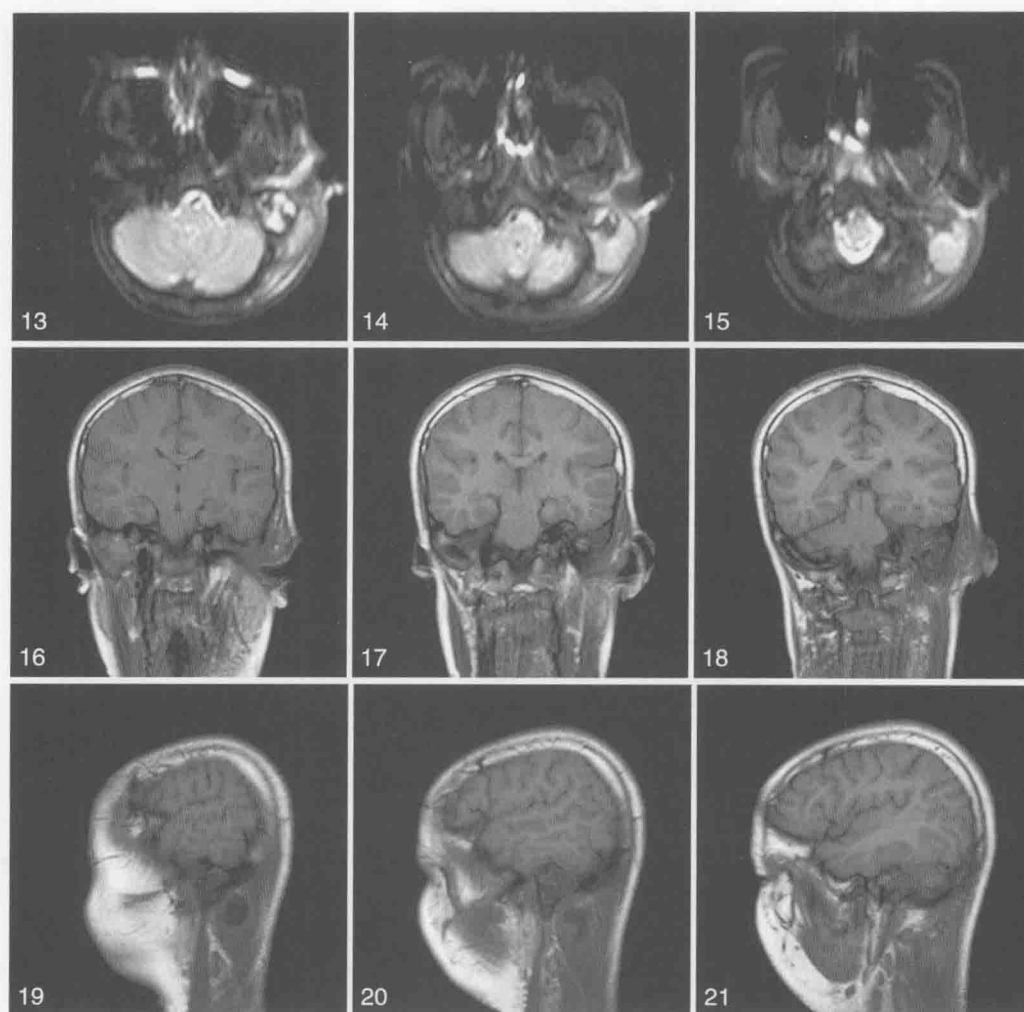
13~15. DWI 横断位;16~21. T₁WI 平扫冠状位、矢状位
